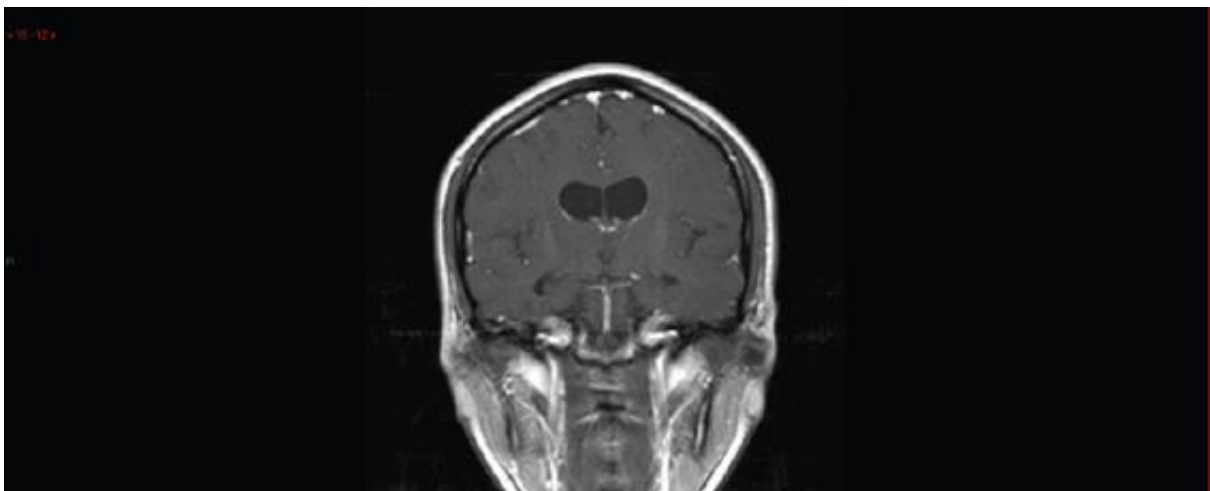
Se observa un corte coronal de Resonancia de encéfalo contrastada que presenta disminución apreciable del volumen de la cabeza del caudado bilateral, mostrando el signo “square shaped” de los ventrículos laterales (Meza y Garcia 2015).
